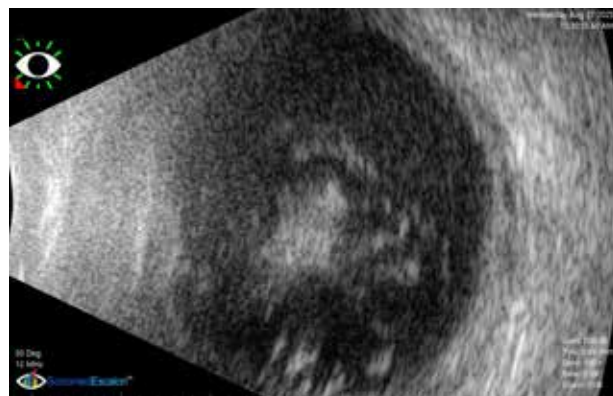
Corte transversal de ecografia modo B do olho esquerdo compatível com hemovítreo, sem descolamento de retina detetável – cavidade vítrea preenchida por ecos finos e difusos de média refletividade (imagem gentilmente cedida pela Dra. Elisa Camisa, ULS São João).
